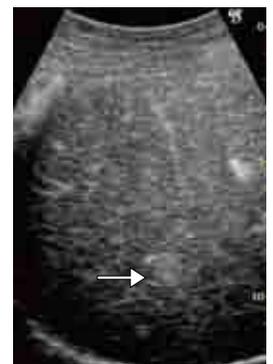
図1の結節は, ダイナミックMDCT動脈相で濃染像では検出できず, CT hepatic arteriography (CTHA) で淡い高吸収, CT during arterial portography (CTAP) で低吸収を呈し多血性HCCと診断した。ソナゾイド造影US vascular phaseでも早期濃染が確認さ
